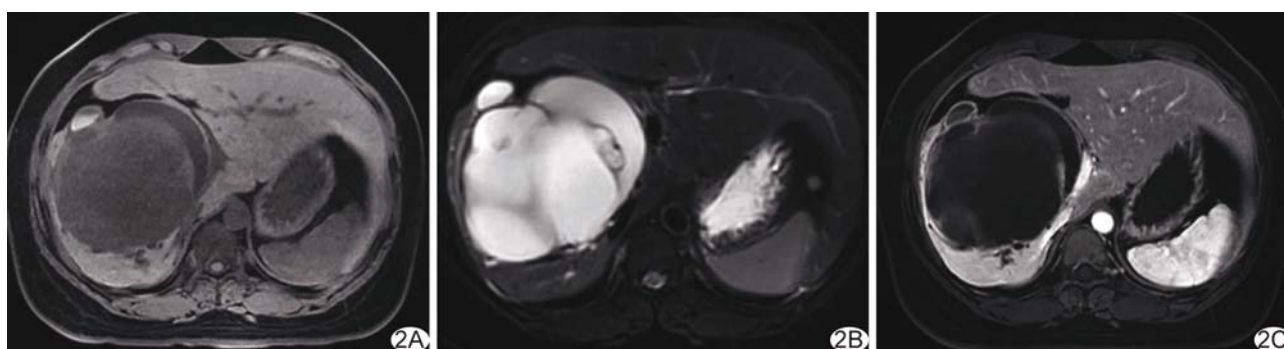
患者女, 37 岁, 肝右叶 MCN A、B. 轴位 T1WI(A)、T2WI(B) 示肝右叶较大囊性占位, 内部信号不均匀伴分隔, 无壁结节; C. 增强 MRI 示病灶边缘及分隔轻度强化, 周围扩张的小胆管显示清晰
